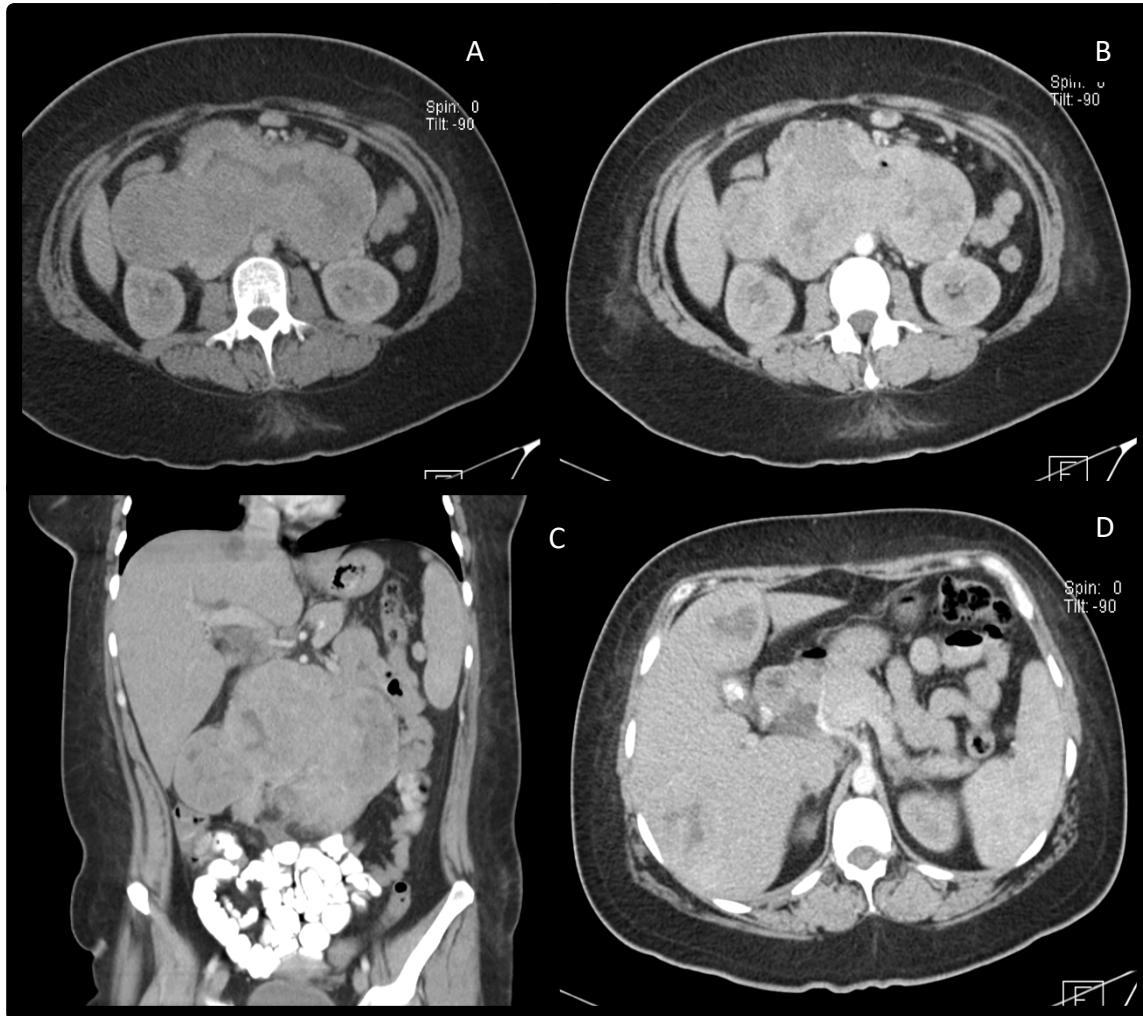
EGIST peritoneal. Tomografía abdominopélvica con contraste oral e I.V. en cortes axiales (A, B y C) y reconstrucción coronal (D). Se observa lesión peritoneal, heterogénea por componente hipodenso central y realce moderado, que desplaza las estructuras adyacentes y además muestra lesiones metastásicas hepáticas (D).
